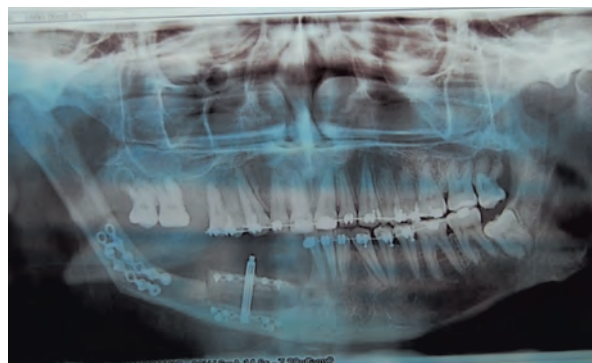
Установка имплантов для дальнейшего протезирования. Ортопантомограмма
